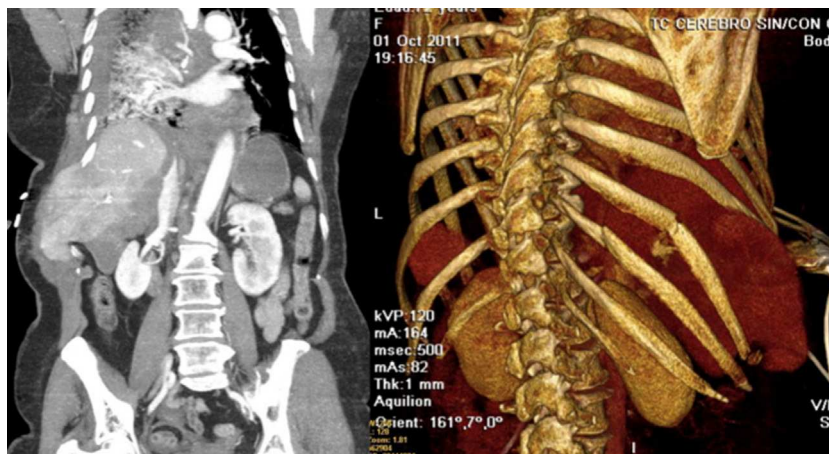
TAC corte coronal y reconstrucción en 3D.
